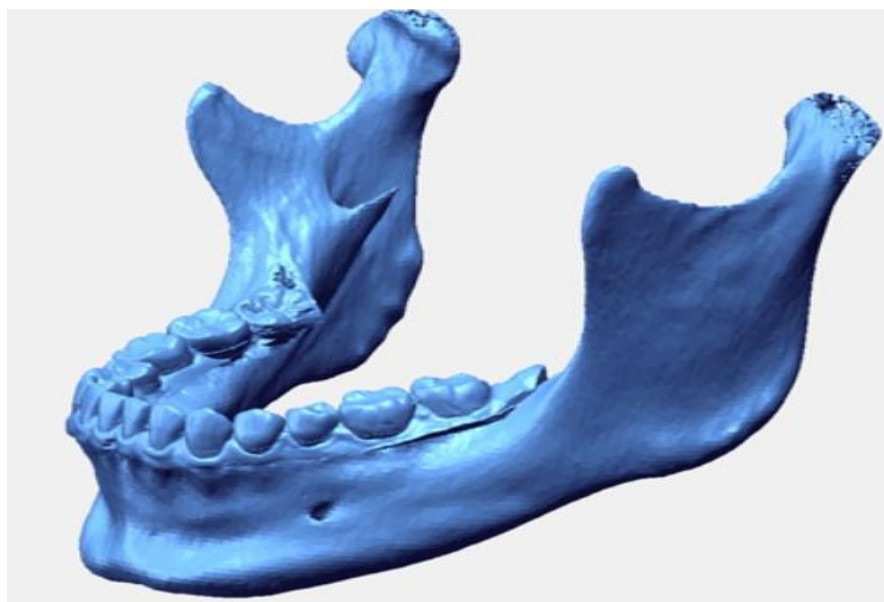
Трехмерная реконструкция нижней челюсти, созданная из изображений компьютерной томографии с использованием ПО для трехмерного моделирования [266]
